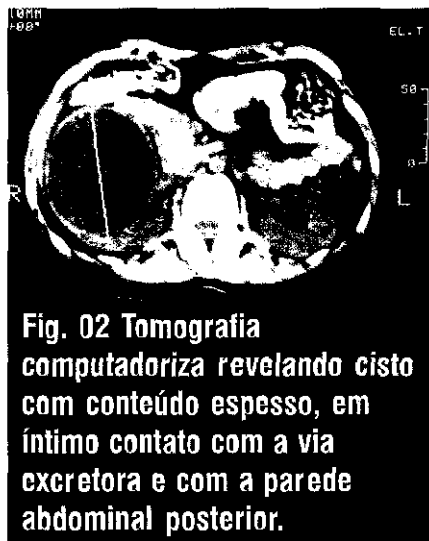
Tomografia computadoriza revelando cisto com conteúdo espesso, em íntimo contato com a via excretora e com a parede abdominal posterior.
